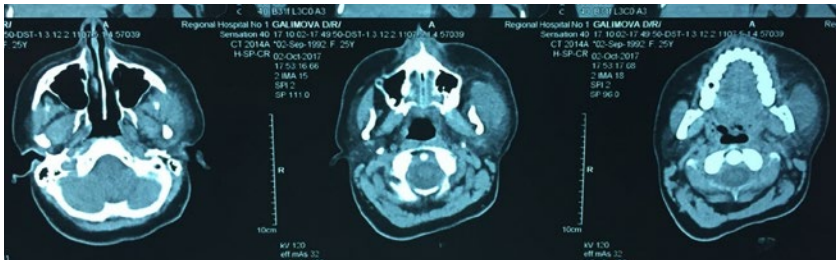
КТ пациентки Г.
